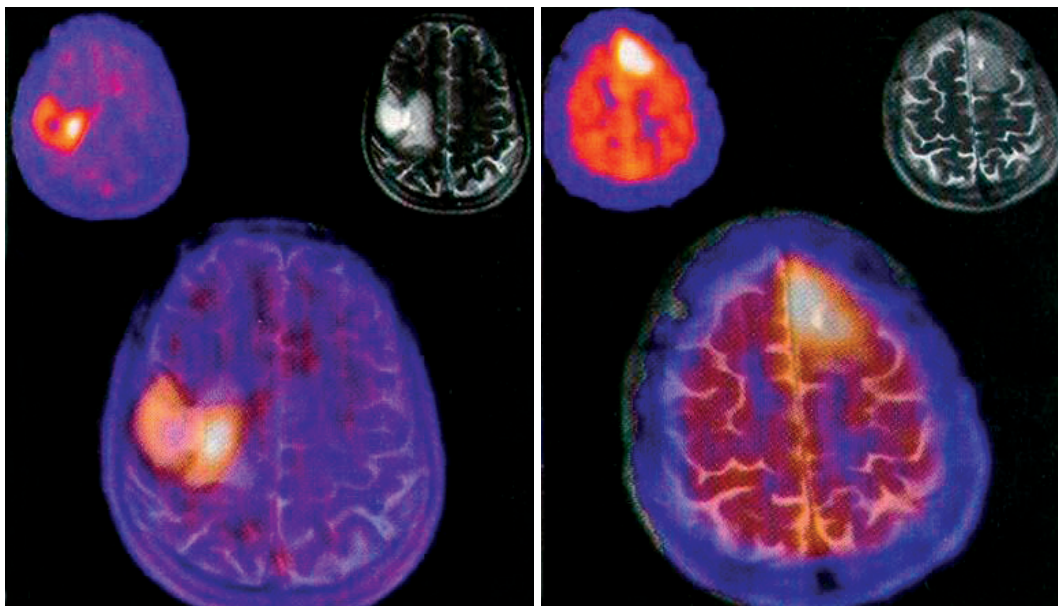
La PET con ^{11}C -Metionina permette una migliore caratterizzazione dell’area di edema e di contrast enhancement visibile alla RM.
